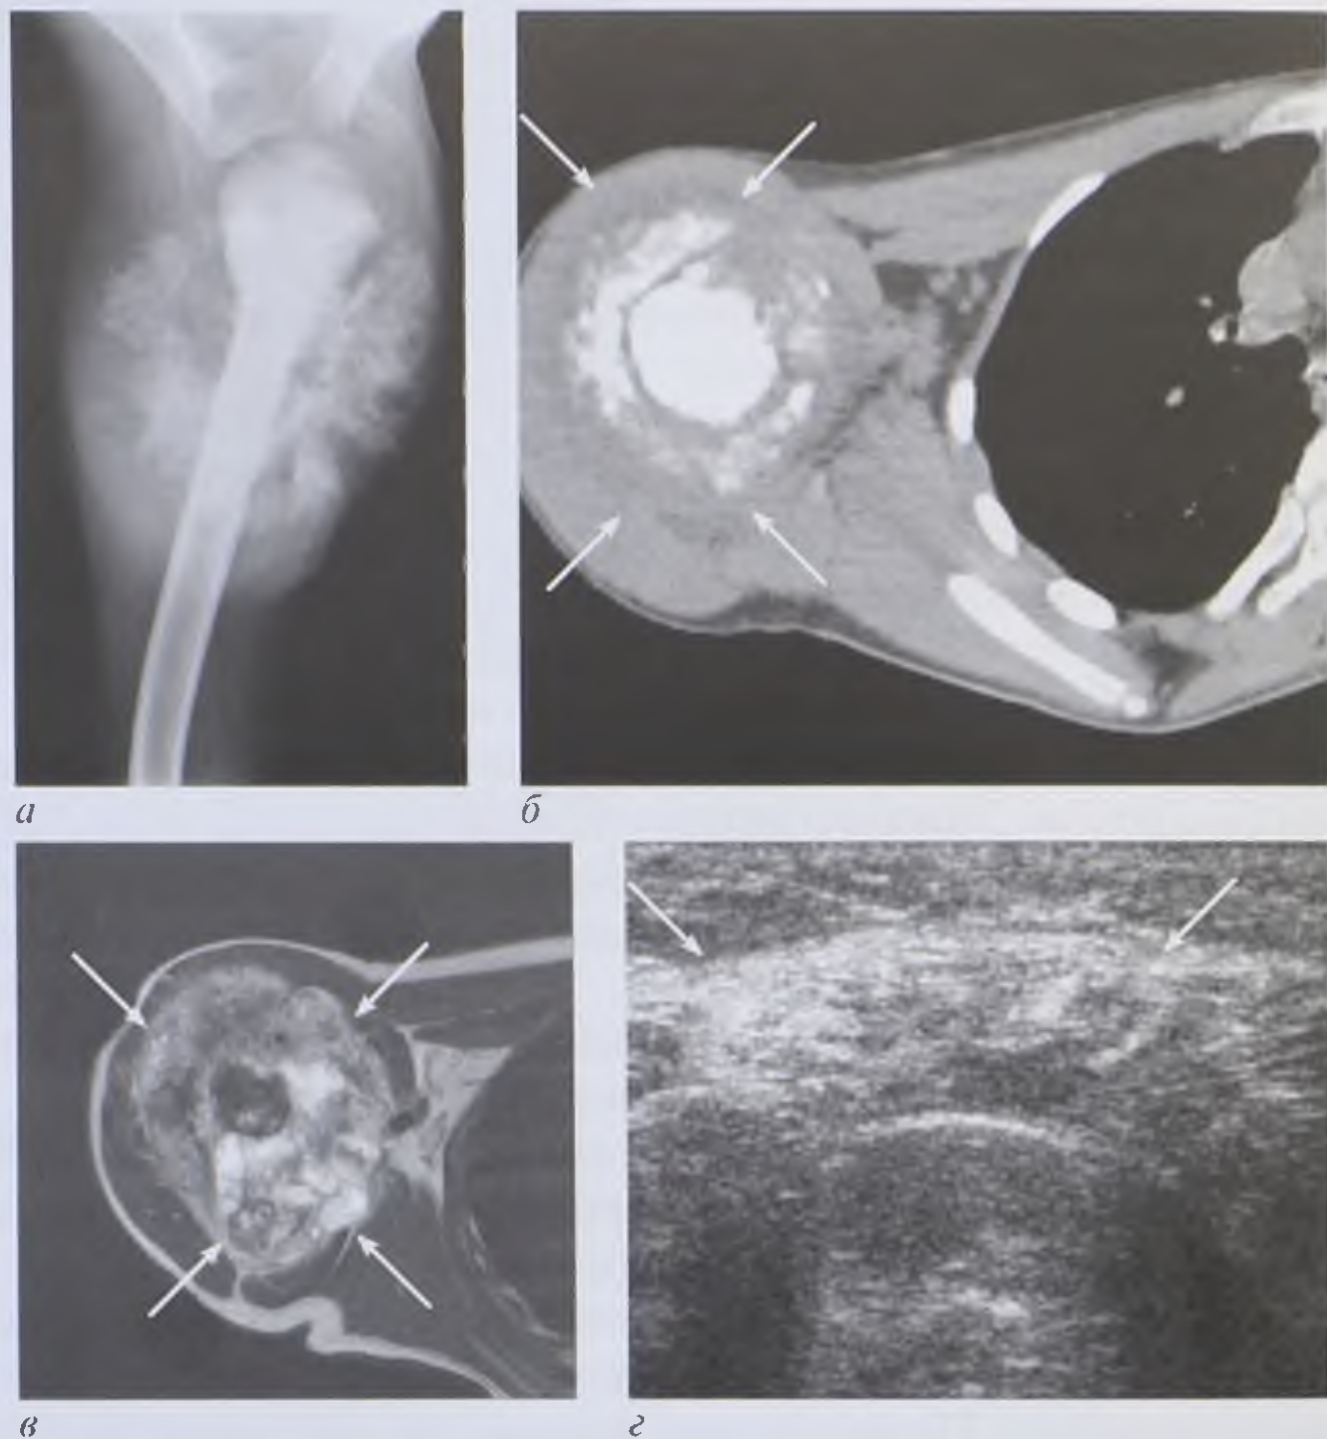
Остеобластический тип остеогенной саркомы плечевой кости: *а* — рентгенограмма; *б* — компьютерная томограмма в аксиальной плоскости; *в* — магнитно-резонансная томограмма, Т2-ВИ в аксиальной плоскости; *г* — эхограмма мягких тканей плеча. Определяется опухоль неоднородной структуры и плотности с деструкцией плечевой кости, уплотнением и окостенением мягких тканей (стрелки)
